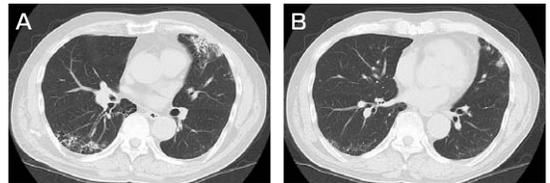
単純胸部CT，異なるスライスレベル(A, B) 器質化肺炎様所見を認める。胸膜下に結節様陰影が散見される。
